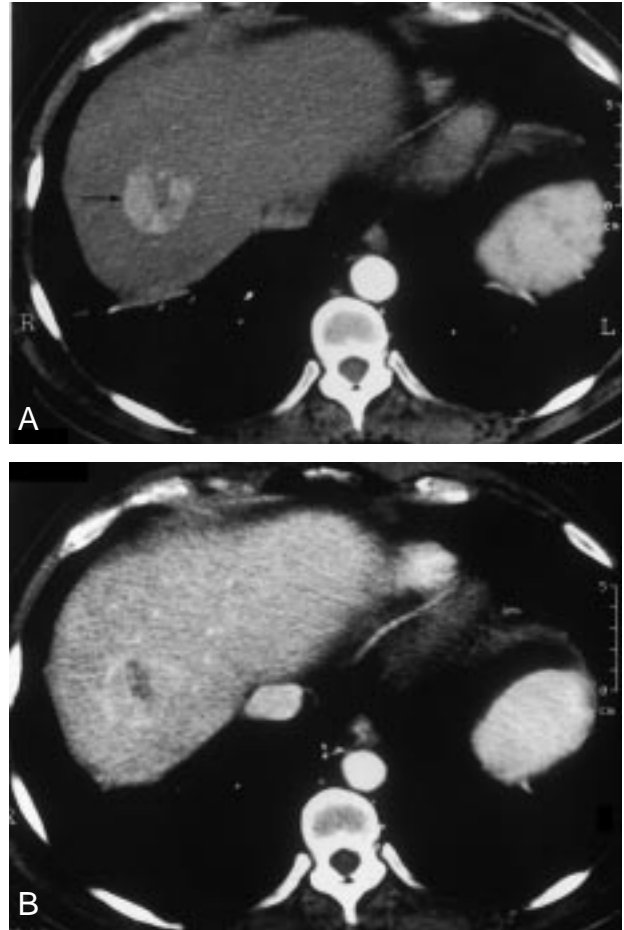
TC helicoidal bifásica en el hepatocarcinoma. A) La TC en fase arterial demuestra un nódulo tumoral en el segmento VIII hipervascularizado respecto al resto de parénquima hepático (flecha). B) En la fase portal la lesión se hace isodensa con el parénquima y prácticamente no se identifica.
